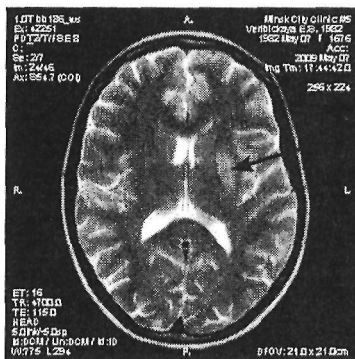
МРТ головного мозга больной В., 27 лет с диагнозом ВТ: в проекции скорлупы слева в T_{2w} определяется гиперинтенсивная зона 24 x 12 мм без четких контуров
